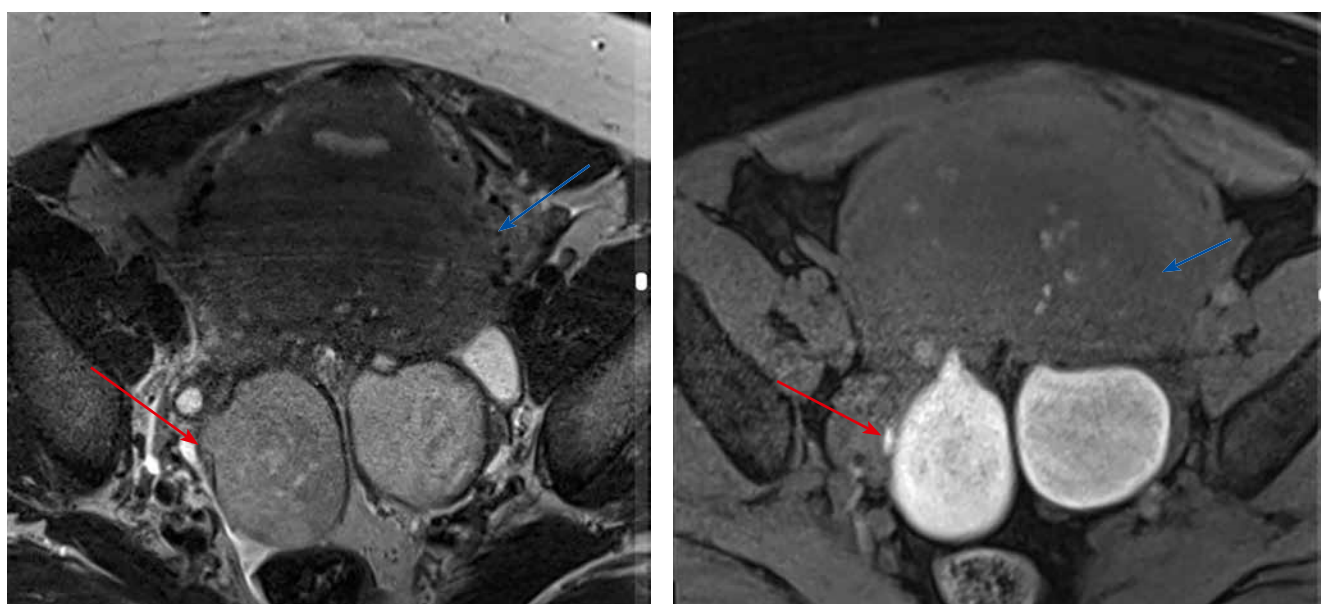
Пациентка А., болевой синдром при первичном обследовании 7–8 по шкале ВАШ, при контрольном обследовании через 6 мес — 4–5 по шкале ВАШ. На представленных МР-томограммах Т2-ВИ и Т1-ВИ с жироподавлением визуализируются эндометриодные кисты яичников, спаянные между собой (синдром «целующихся» яичников) — красная стрелка. А также МР-признаки аденомиоза по задней стенке тела матки — синяя стрелка
